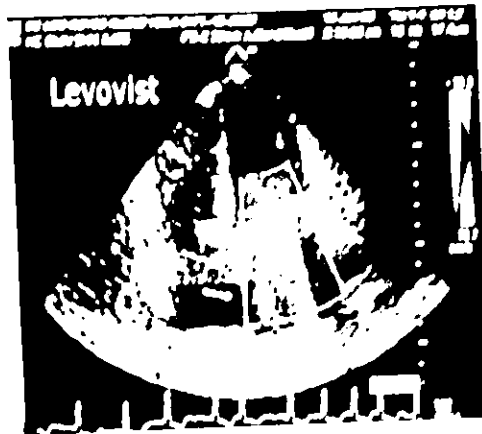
A) Muestra una imagen basal ecocardiográfica bidimensional y Doppler color en un corte apical de 4 cámaras donde se observa una prótesis mecánica de disco en posición mitral con insuficiencia mitral leve por fuga paravalvular . B) Muestra una imagen en la misma proyección al corte anterior pero con uso de Levovist observandose incremento en la señal Doppler color cuantificandose la insuficiencia mitral de moderada a severa por una fuga paravalvular que se adosa al septum interauricular.
